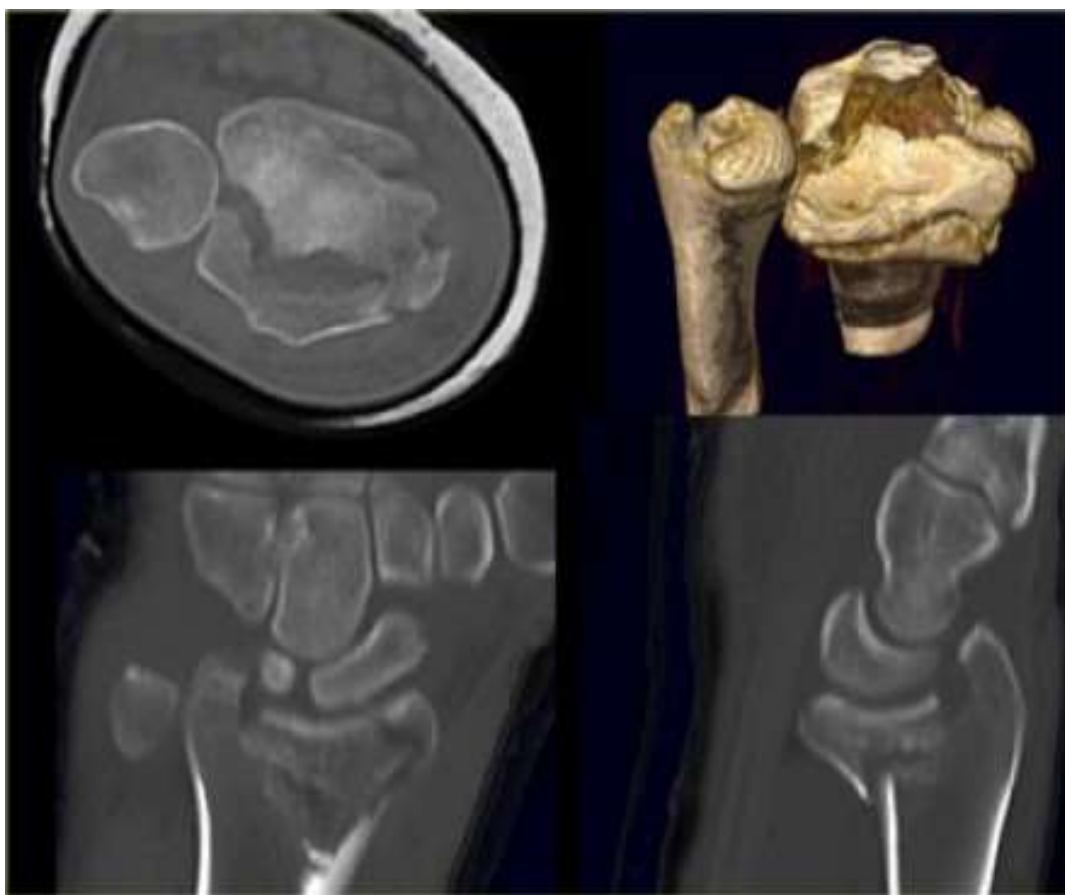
Спіральна комп'ютерна томографія перелома ДМЕ ПК (Хворий Т.48р., Історія хвороби № 14191)
